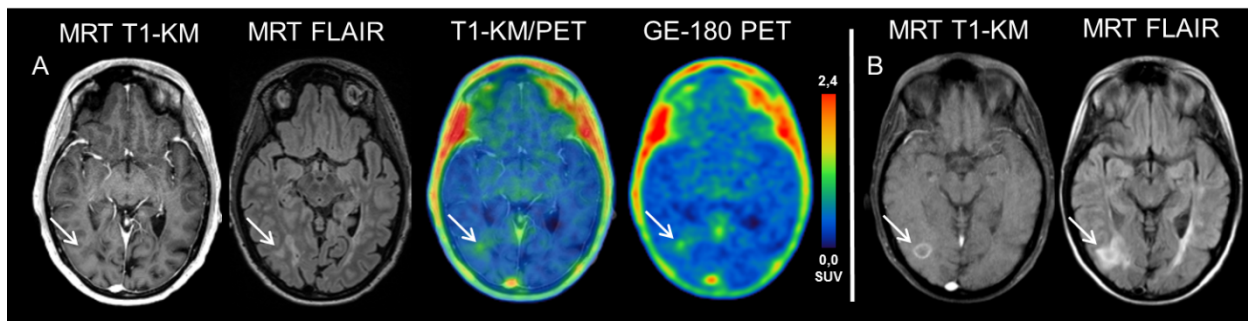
In der aktuellen PET und MRT (A) zeigt sich eine T2-hyperintense Läsion mit korrespondierender Anreicherung in der [^{18}F]GE-180 PET (weißer Pfeil), jedoch keine Kontrastmittelaufnahme in der MRT. In der 3 Monate zuvor durchgeführten MRT (B) zeigt diese Läsion noch eine vorhandene Störung der Blut-Hirn-Schranke mit begleitender Kontrastmittelaufnahme (siehe analog (50)).
